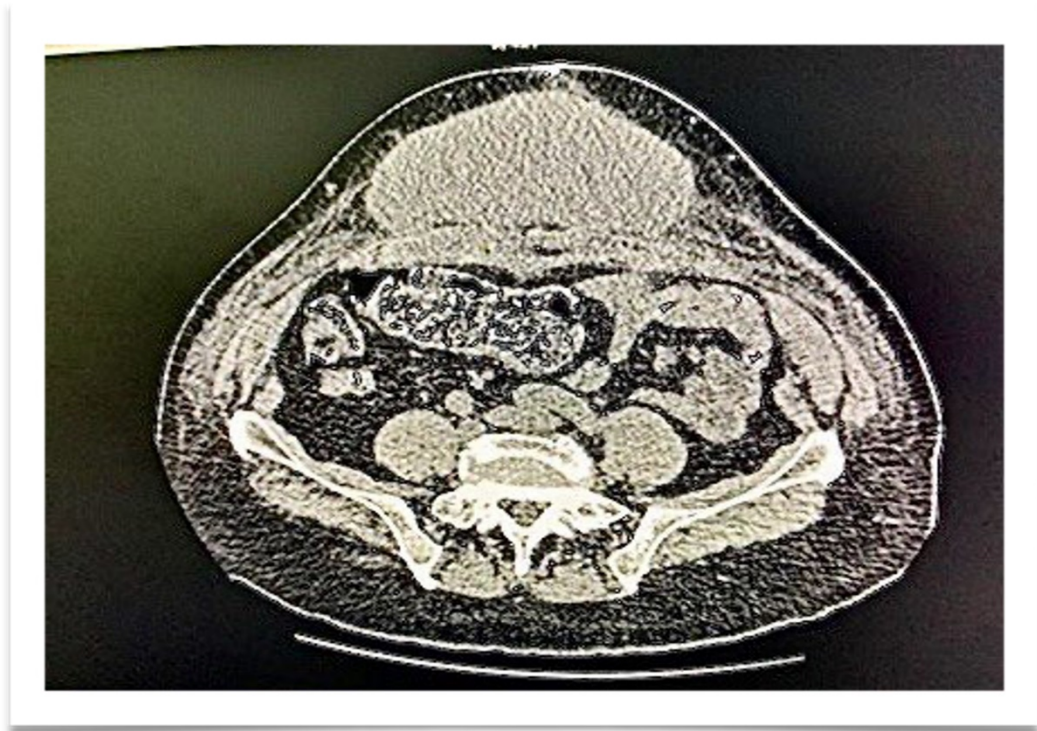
МСКТ брюшной полости на 2-е сутки после операции.
